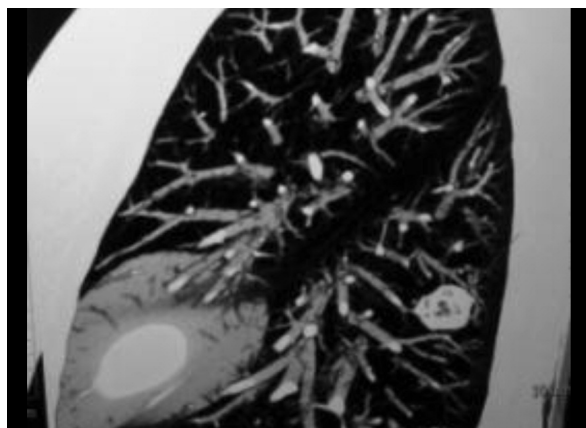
TAC de Tórax. Corte sagital con proyección de máxima intensidad (MIP).
